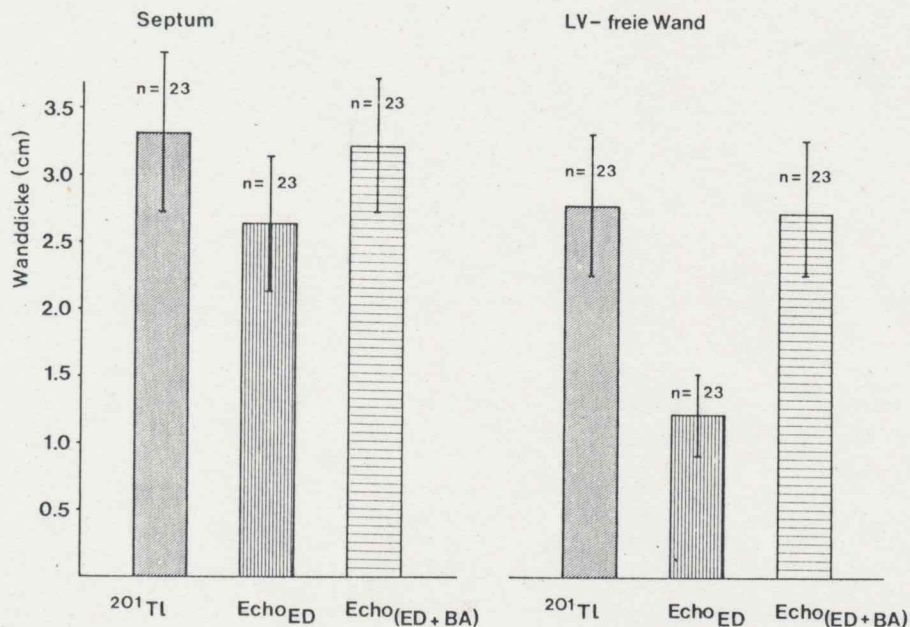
Die szintigraphisch gemessenen Werte der Septum- bzw. LV-freien Wanddicken sind im Mittel höher als die entsprechenden echokardiographisch gemessenen enddiastolischen Wanddicken, stimmen jedoch mit der echokardiographisch gemessenen Summe aus enddiastolischer Wanddicke und Bewegungsamplitude überein.
